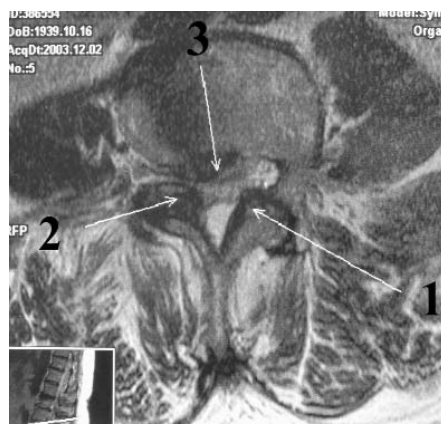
links: MRT mit Perlenkettenphänomen bei lumbaler Spinalkanalstenose
